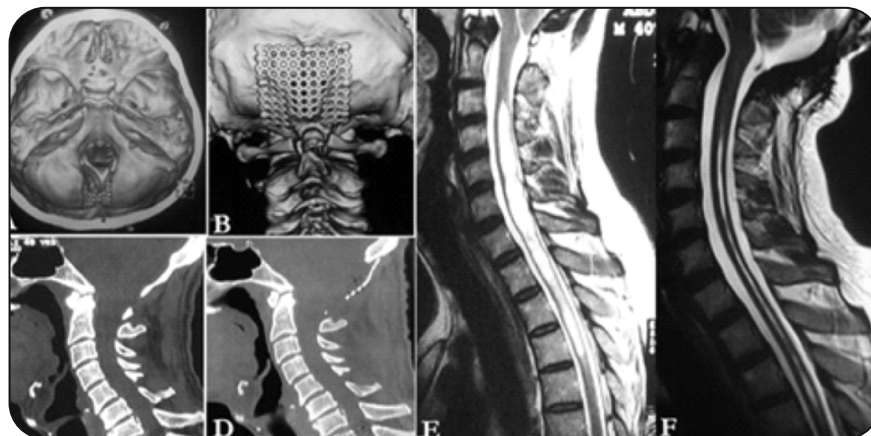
Послеоперационная 3D компьютерная томография после «Stealth- краниопластики» увеличенный диаметр большого отверстия (А) и окончательный контур после фиксации трансплантата (В). Предоперационная (С) и послеоперационная (D) сагиттальная реконструкция кости, показывающая увеличение диаметра большого отверстия и реконструкцию задней ямки в форме сферы. Предоперационное (Е) и послеоперационное (F) сагиттальное T2WI: подъём миндалин мозжечка, восстановление большой цистерны и заметное уменьшение объема сиринкса.
